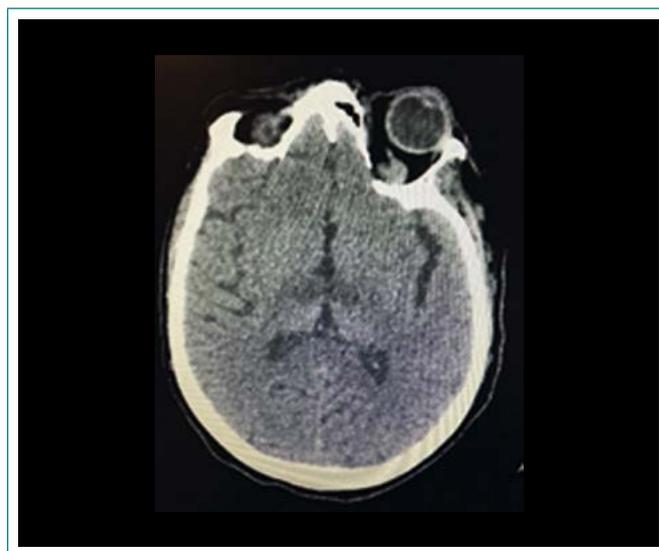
TC: hipodensidad bitalámica
